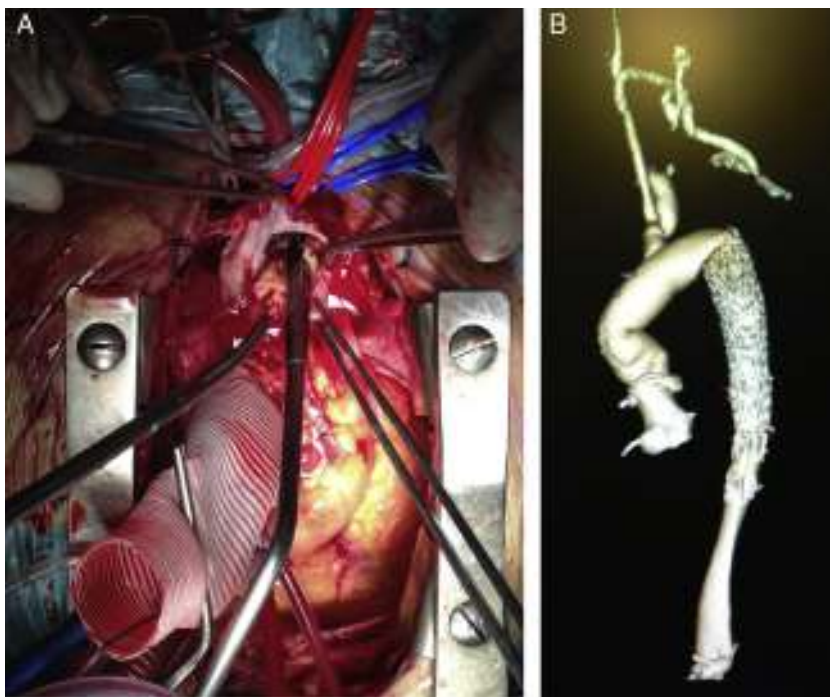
A) Extracción de *stent* en arco aórtico previo al implante de sistema híbrido de prótesis-endoprótesis en el caso 2. B) Reconstrucción de la TAC de control postoperatorio visualizando permeabilidad de la reconstrucción extraanatómica de los troncos supra-aórticos del caso 2.
